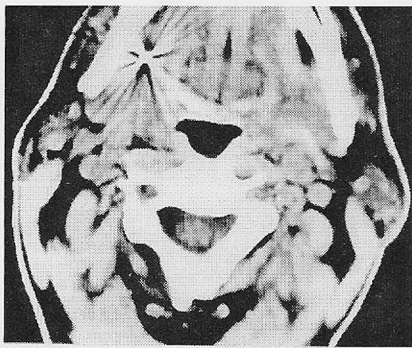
Tomografia da mandíbula que demonstra redução significativa do infiltrado inflamatório após três dias e remissão do desvio da orofaringe
